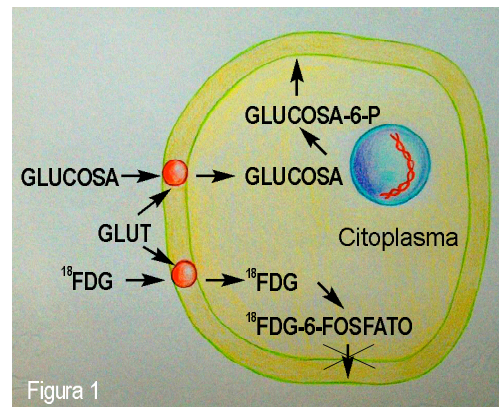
Penetración de la ^{18}F FDG en el interior celular y reacción enzimática en su citoplasma. Adaptado de Kapoor V, McCook BM, Torok FS. An introduction to PET-CT imaging. Radiographics. 2004;24:523-43.
